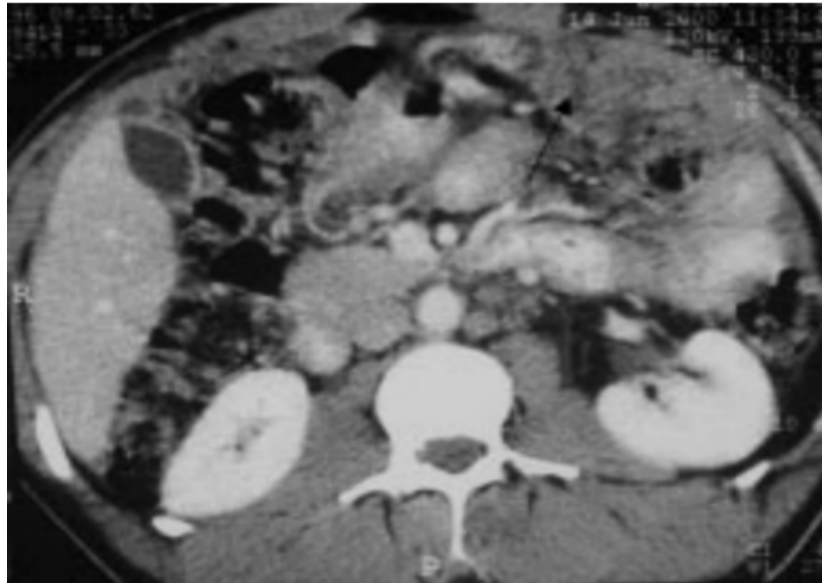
TDM abdominopelvienne hélicoïdale, coupes axiales, injectée et opacifiée par voie haute par de la Gastrografinet diluée. Carcinose péritonéale avec gâteau épiploïque antérieur (flèche noire) [137].
